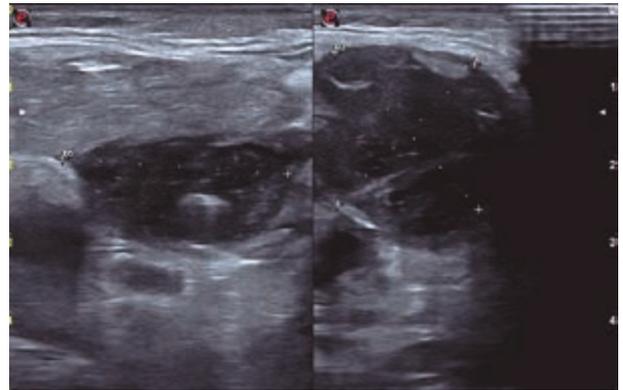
Ecografía realizada en centro de salud donde se aprecia una imagen hipoecogénica con zonas hiperecoicas en su interior.
